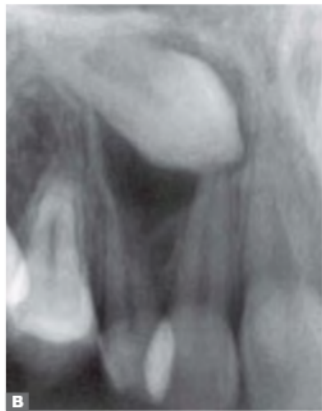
A) Radiografia panorâmica inicial. B) Periapical inicial mostrando encurtamentos radiculares. C) Oclusal de maxila com canino posicionado por palatino.
